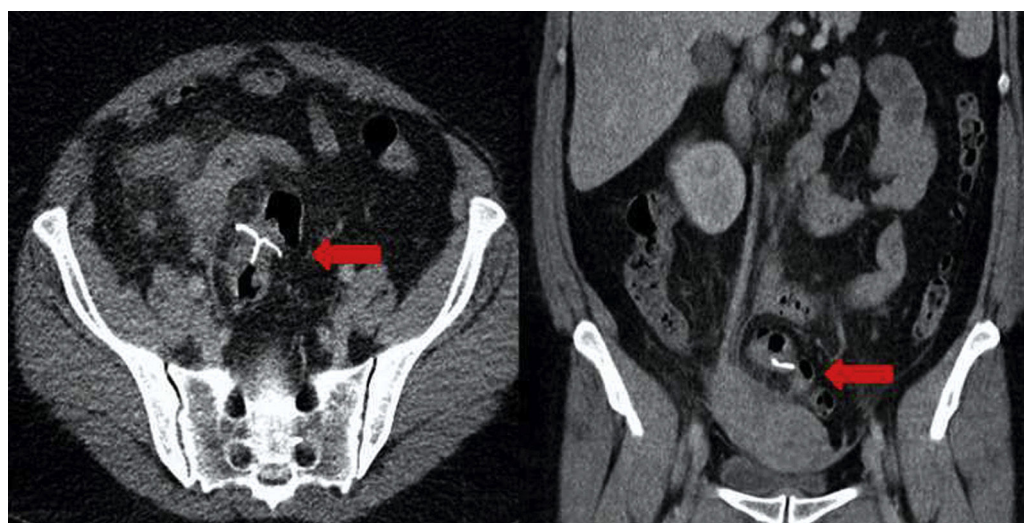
Imágenes de la tomografía computarizada, en la cual, las flechas señalan la ubicación del dispositivo intrauterino en la cavidad abdominal.
